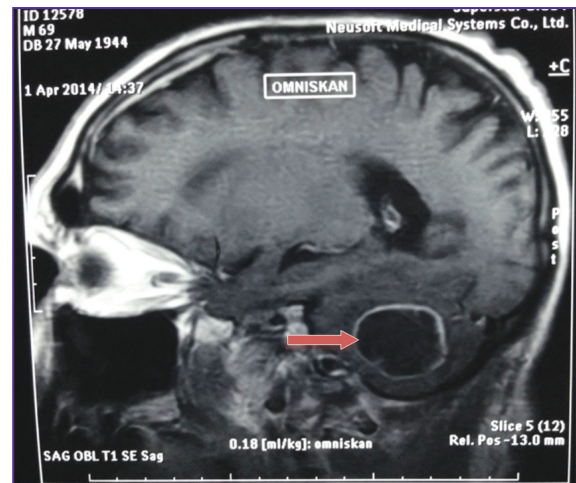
Магнитно-резонансная томограмма головного мозга: сагиттальный скан — метастатический очаг в головном мозге
